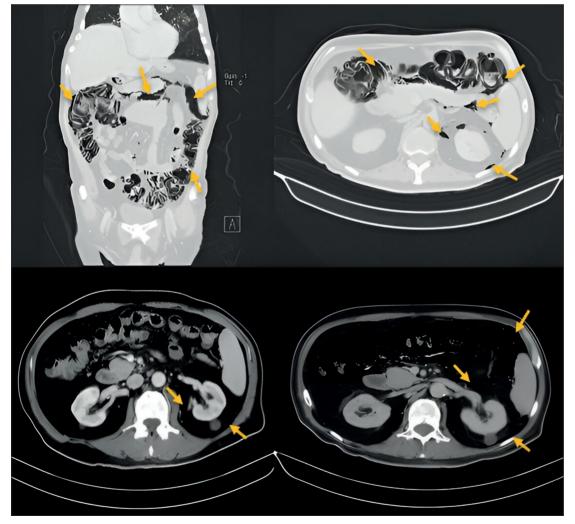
Flechas en TC de abdomen contrastado señalan neumoperitoneo, neumoretroperitoneo y neumatosis intestinal en colon.
